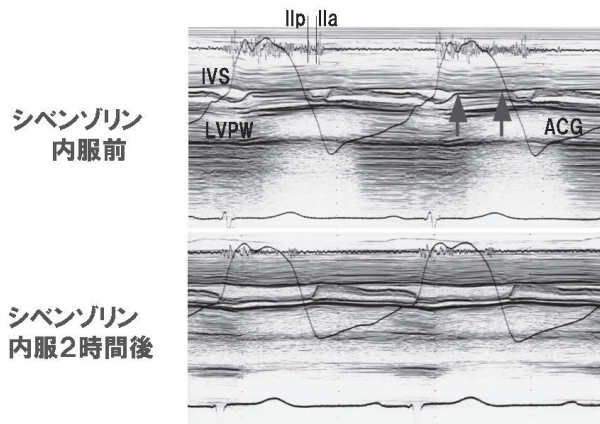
シベンゾリン内服治療前と内服2時間後のMモード心エコー図の変化。(文献40から引用)
